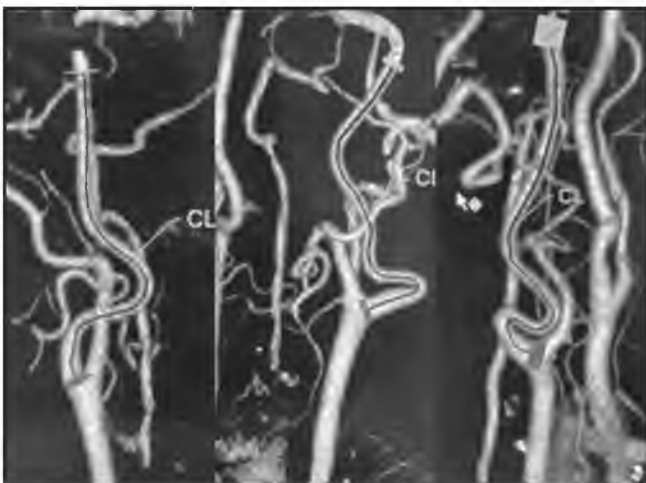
Измерение длины ВСА у пациентов по КТ-ангиографии. CL - длина внутренней сонной артерии от бифуркации общей сонной артерии до наружного отверстия сонного канала височной кости, которое ВСА должна пройти в норме.
